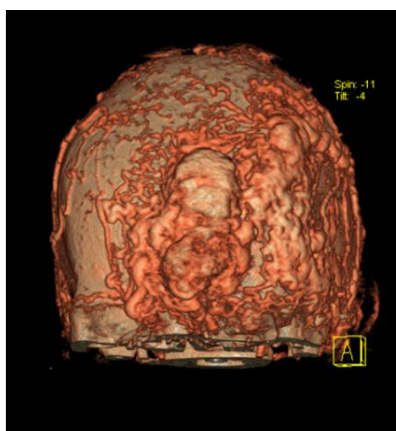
Трехмерная реконструкция КТ-исследования: конгломерат артериальных и венозных сосудов в лобной и левой височной областях.
